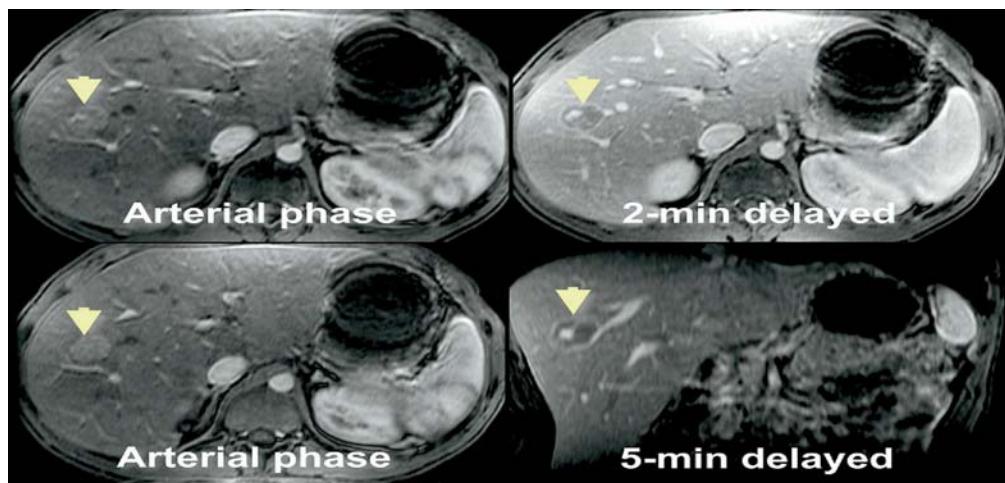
Aspect typique de CHC à l'IRM [44]
